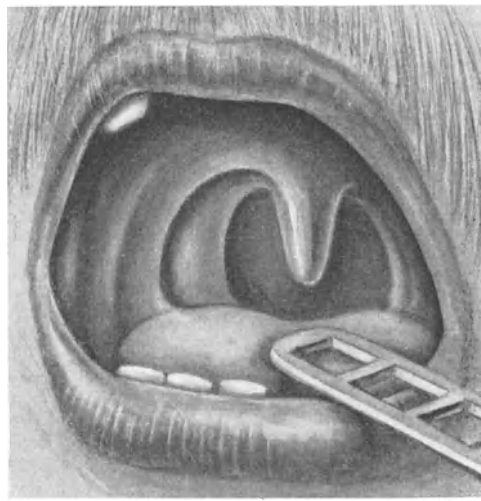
Derselbe Patient nach Röntgen- und Radiumbehandlung, Mai 1924. Patient lebt symptomfrei seit 4 Jahren.
